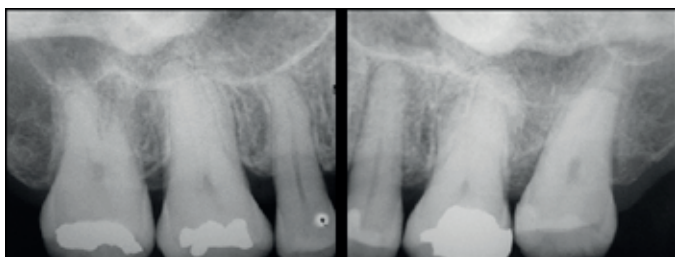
Radiografias periapicais demonstrando nenhuma alteração nas raízes dos molares intruídos e periodonto saudável após a remoção dos miniimplantes.
